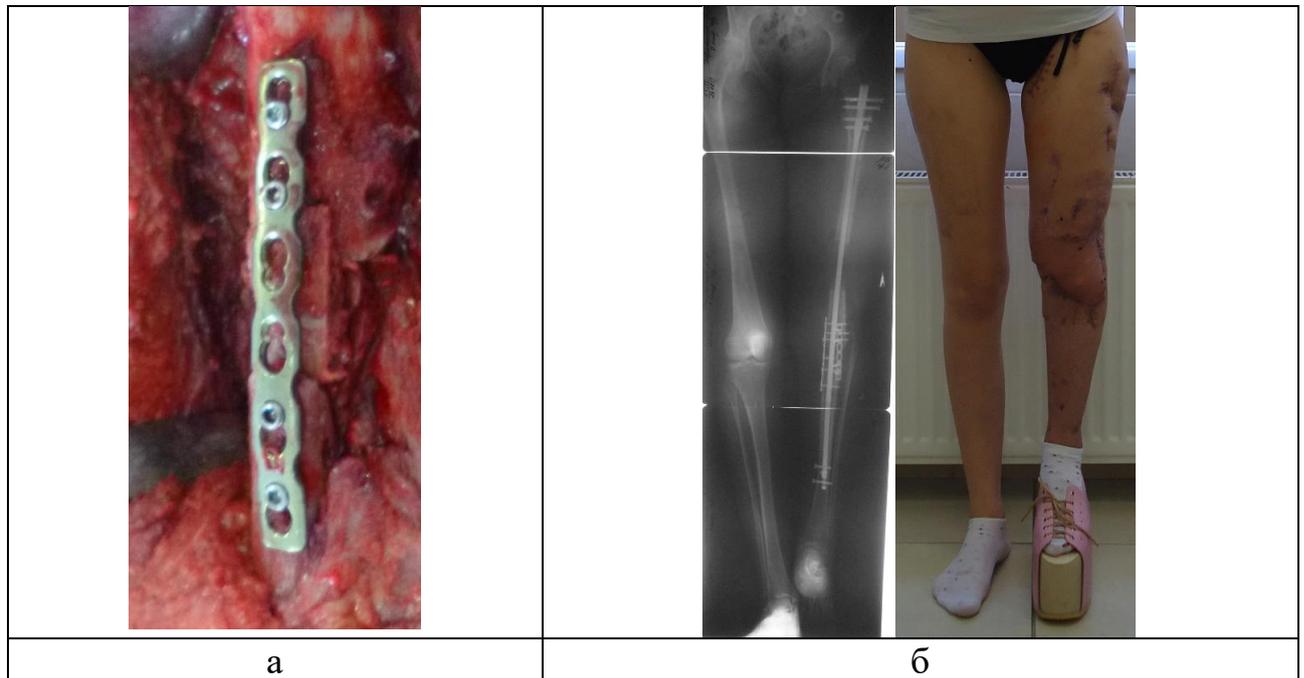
Фото и рентгенограммы пациентки при завершении 1-го этапа лечения: а. – фотографии места открытой адаптации костных фрагментов, б. – фото и рентгенограммы после операции
